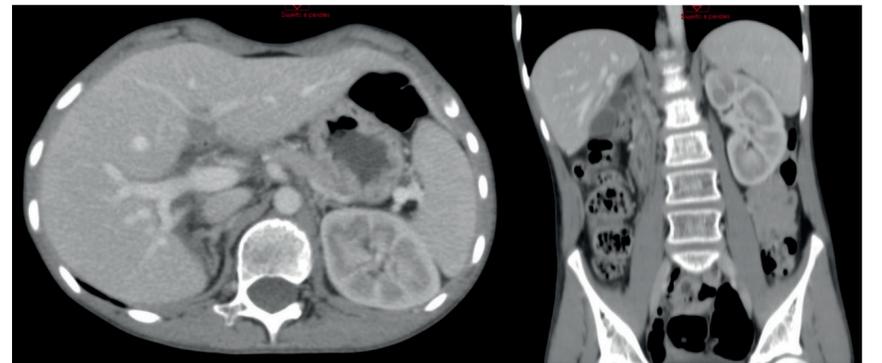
TC de controle após 22 meses da ressecção tumoral
